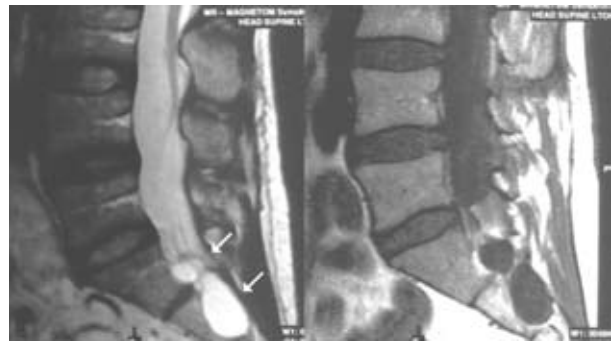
МРТ, дві периневральні кісти. Сагітальні зрізи, T2 та T1 режими
